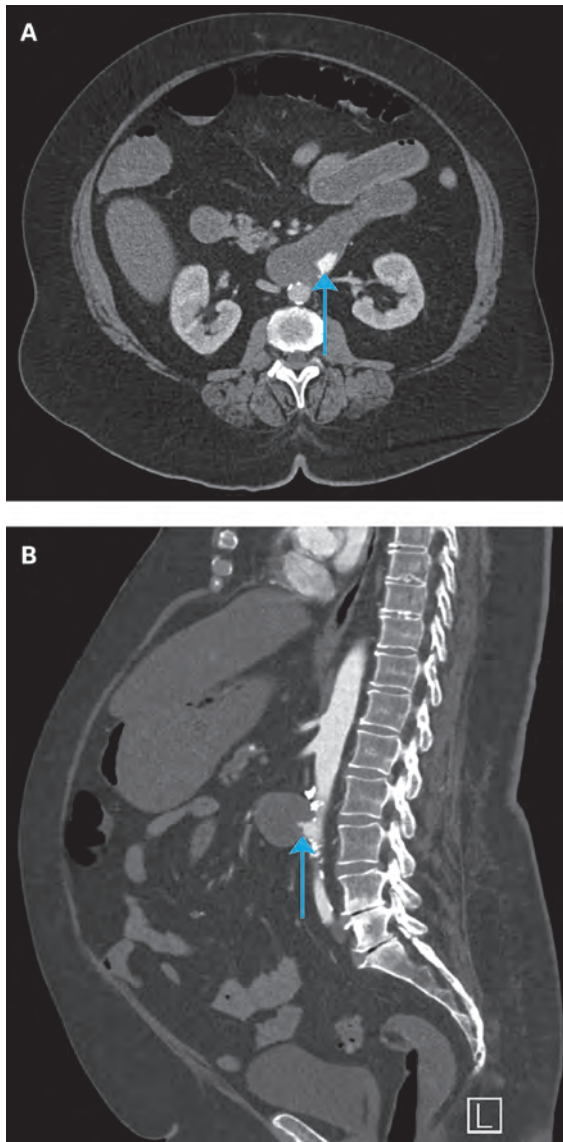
Axialer (A) und sagittaler (B) Schnitt der CT-Angiographie. Sichtbarer Kontrastmittelaustritt aus der Aorta infrarenalis in das Duodenum (Pars horizontalis).
